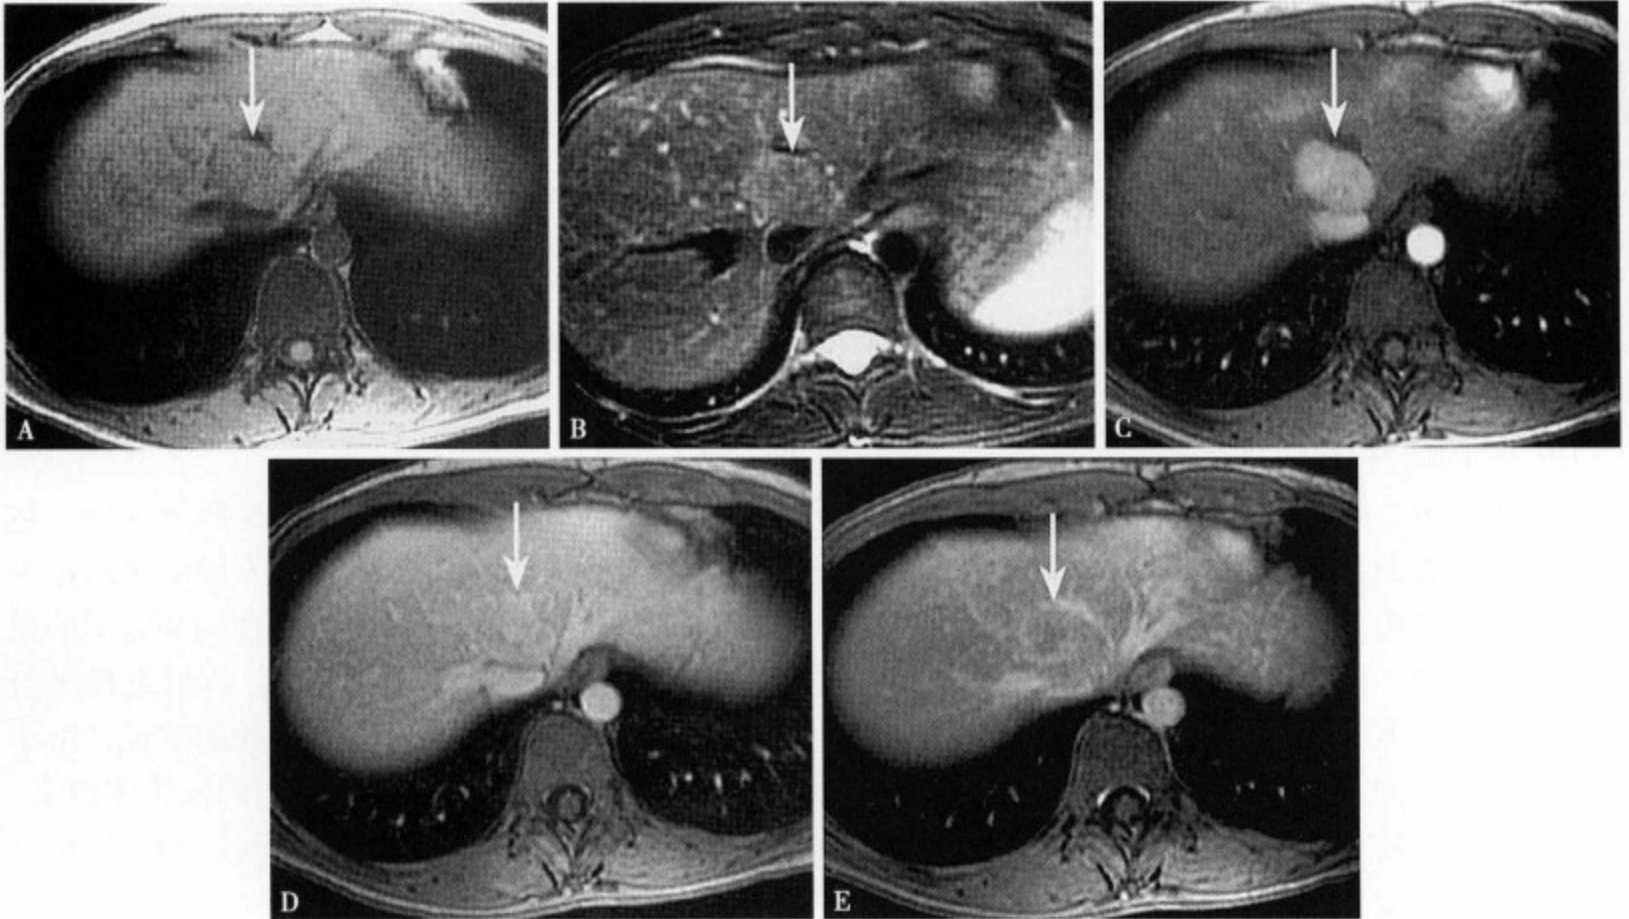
FNH T₁WI (A) 下腔静脉前方显示一类圆形稍低信号病灶, 边缘隐约可见; T₂WI (B) 病灶呈稍高尚均匀信号; 增强 MRI 动脉期 (C) 病灶呈均匀性中等度强化, 边缘清楚; 静脉期 (D) 呈等信号, 中心瘢痕轻度强化呈稍高信号; 平衡期 (E) 病灶表现为低信号, 但中心仍有轻度延迟强化
